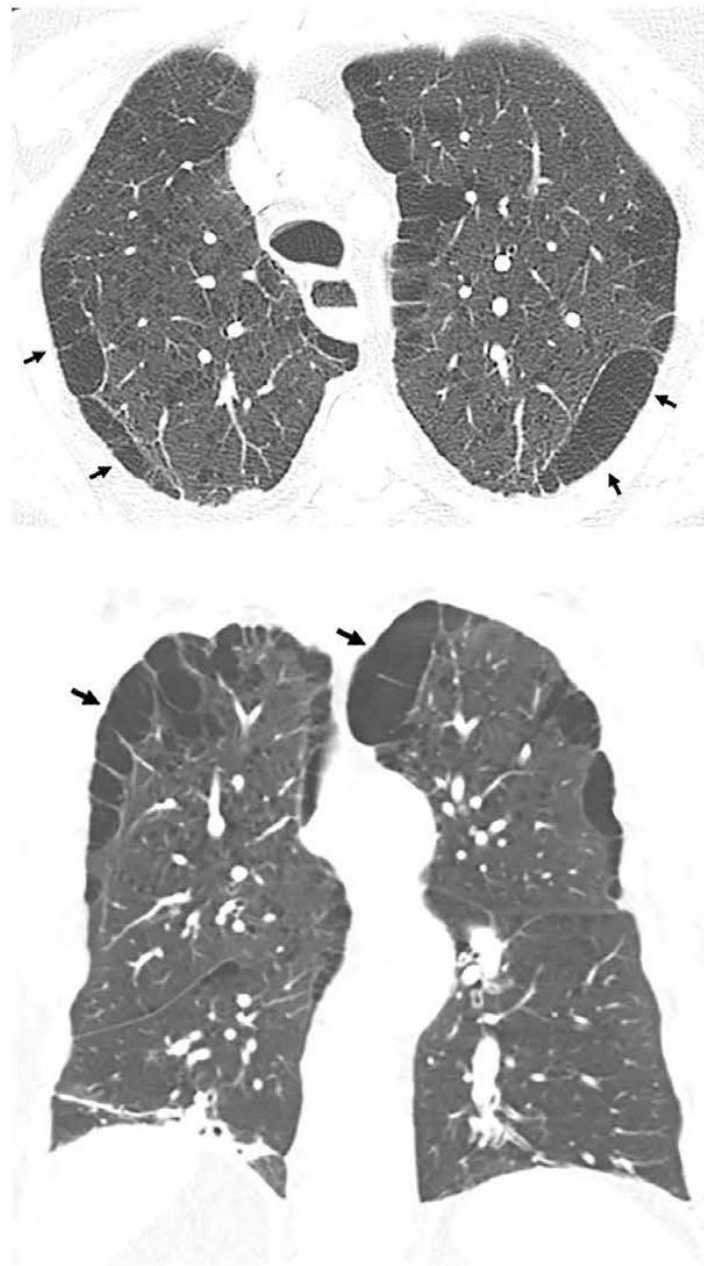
Paraseptal emphysema. Axial and coronal computed tomography images show relatively large subpleural cysts of paraseptal emphysema (arrows), mainly in the upper lobes. Centrilobular emphysema is also present. The subpleural cysts of paraseptal emphysema usually occur in a single layer and are larger than honeycomb cysts (typically >1 cm); they are not associated with other features of fibrosis such as reticular abnormality or traction bronchiectasis.
